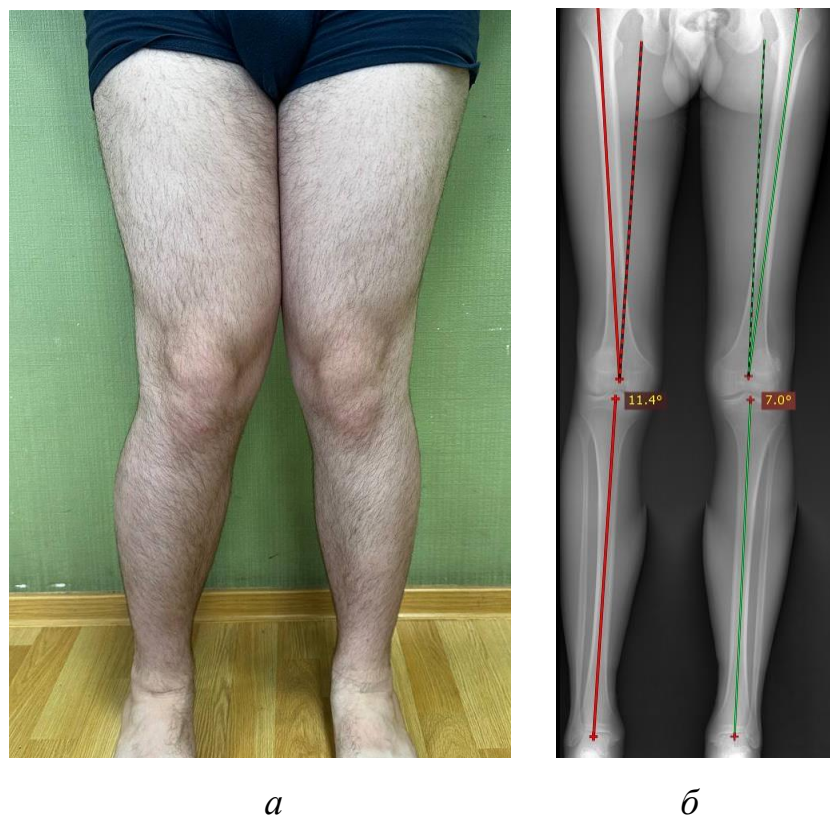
Пациент Д., 20 лет, вальгусная деформация правой нижней конечности: *а* — внешний вид пациента; *б* — постуральная рентгенограмма нижних конечностей
